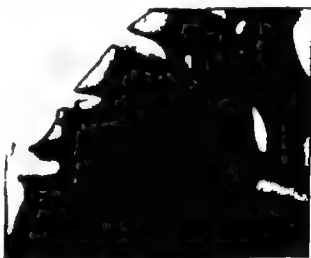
(rechts). (Ausschnitt in der seitlichen Röntgenaufnahme eines 32-jährigen Mannes.) Bei der A. Inszenierung mit starker Rückbeugung des Kopfes klappt in der Nähe des unteren-vorderen Randes des 8. Halswirbelsäulen ein Spaltbildung, die als Auflagerung sichtbar wird. Das Röntgenaufnahme in der Normalhaltung der Halswirbelsäule läßt diesen Spalt nicht erkennen. In der Nachbarschaft der geschädigten 8. Halswirbelsäule sind zwei Spalten oben am 8. und unten am 7. Halswirbelsäulen.
